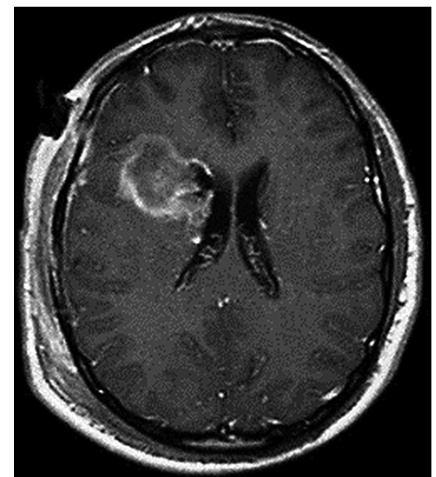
RM postoperatoria contrastada en T₁ que muestra resección total de la lesión, captación de contraste en los márgenes de la resección, mejoría del edema cerebral y la luxación de la línea media.
